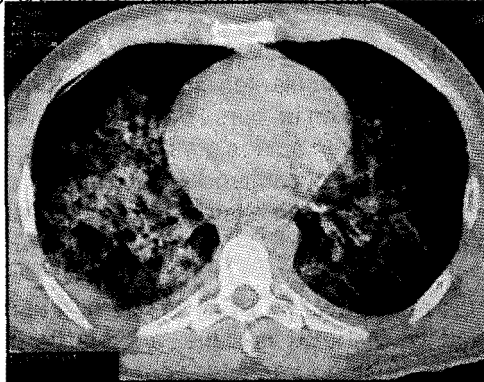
TAC de Tórax. Infiltrado de Ocupación Alveolar.
